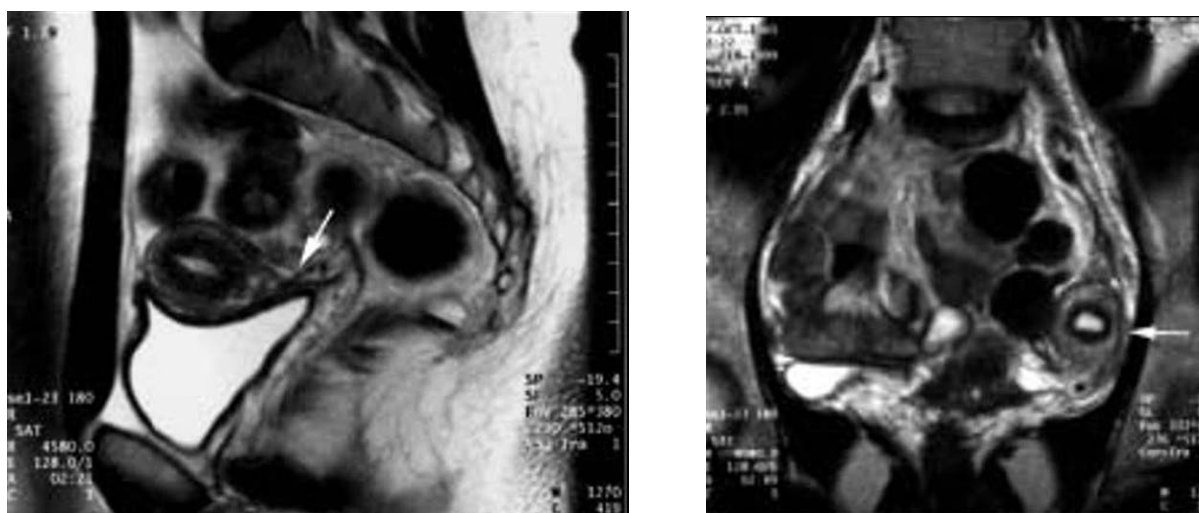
a, b : IRM d'une agénésie müllérienne partielle : Aplasie cervico-isthmique. (31)
